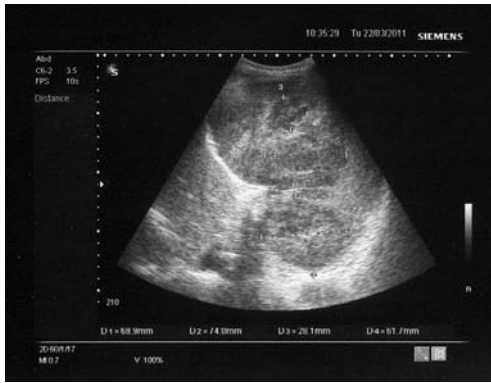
Ecografia abdominală relevă splenomegalie importantă cu multiple imagini rotunde, neomogene, predominant hipocogene, la nivelul splinei
